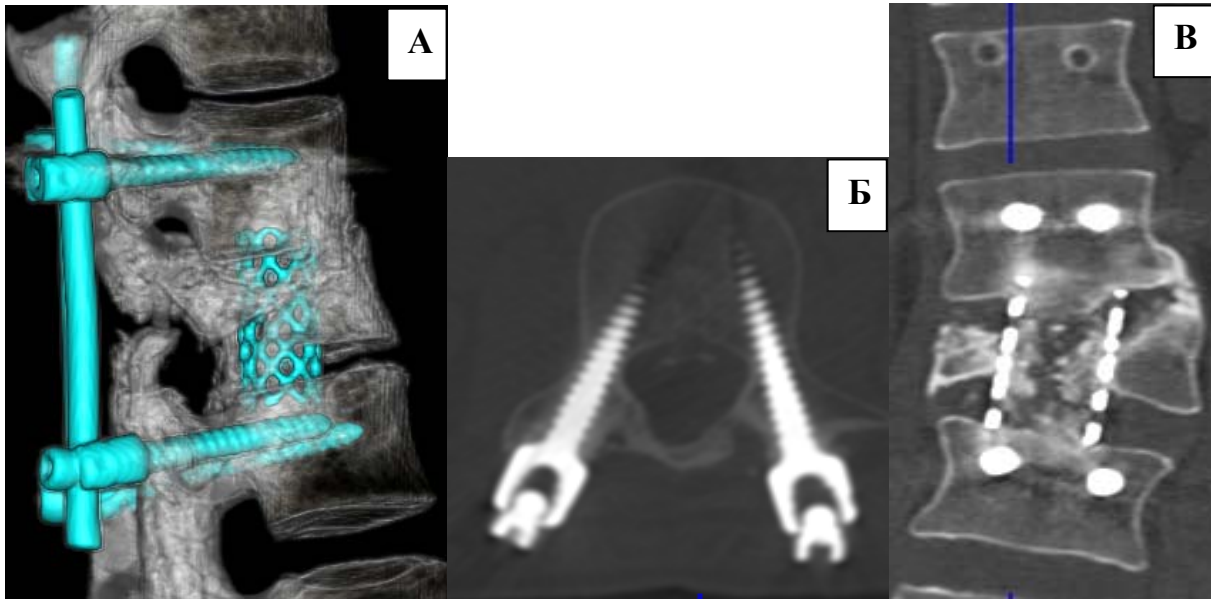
Контрольные КТ, после ревизионного вмешательства от 2014 года: КТ 3D реконструкция (А), вырванные гайки из головок винтов L3 (Б), неполный костный блок, резорбция аутокости (В)
